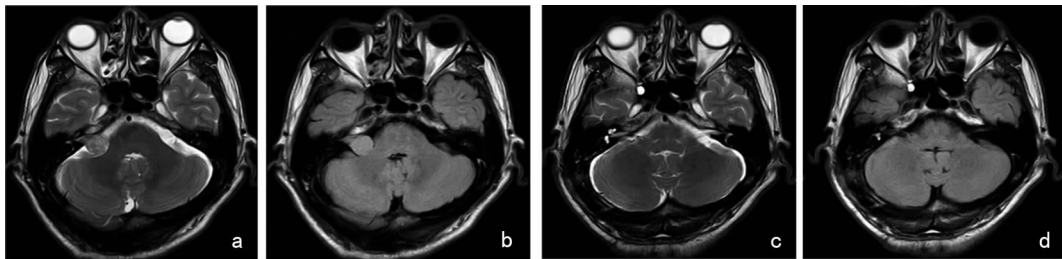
切开头后大直肌组右侧听神经瘤术前及术后MRI T2相与FLAIR相 a:术前右侧听神经瘤T2相,显示右侧小脑半球受压,但无水肿表现;b:术前右侧听神经瘤FLAIR相,右侧小脑半球受压,但无损伤表现;c:术后右侧听神经瘤T2相,显示右侧小脑正常,无水肿异常;d:术后右侧听神经瘤FLAIR相,右侧小脑半球位无异常信号
